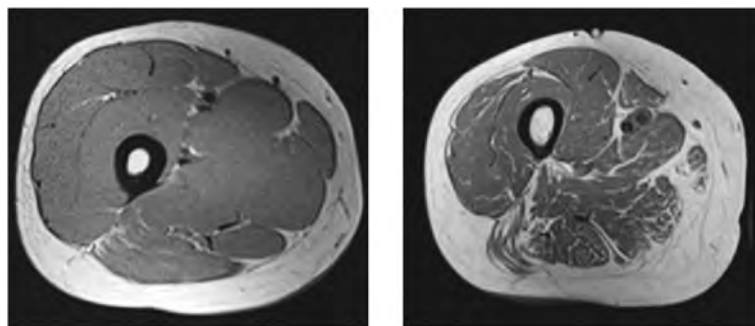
高齢者における大腿中央部のMRI- T_1 強調画像¹⁶⁾
